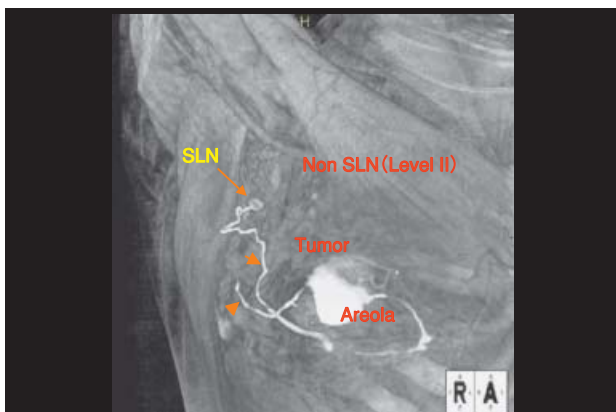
CTリンパ管造影によるセンチネルリンパ節の同定
